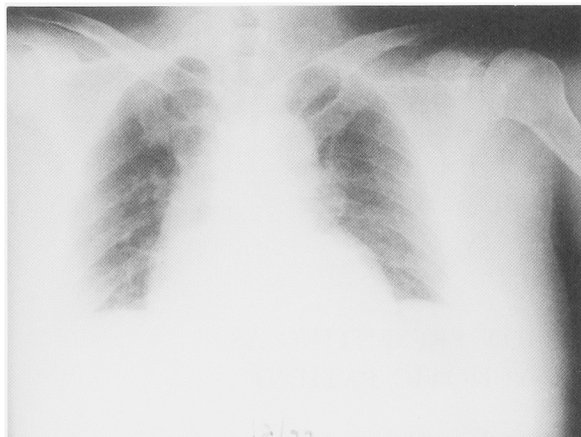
Chest radiograph on admission. It shows a CTR of 62% and mild lung congestion.
